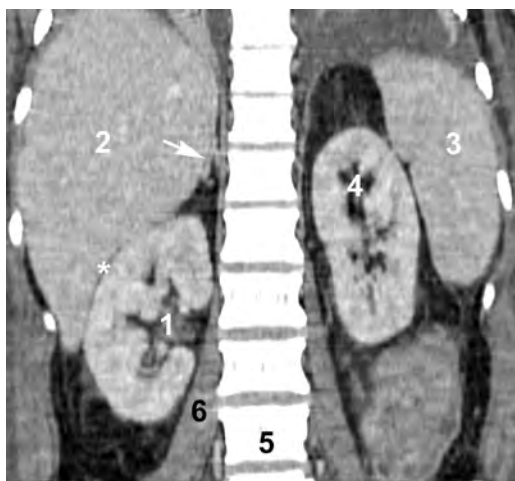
КТ–реконструкция изображения почек во фронтальной плоскости: 1 — правая почка; 2 — печень; 3 — селезенка; 4 — левая почка; 5 — поясничный позвонок (L_{III}); 6 — *m. psoas*. Стрелкой обозначен правый надпочечник, звездочкой (*) — карман Моррисона.
